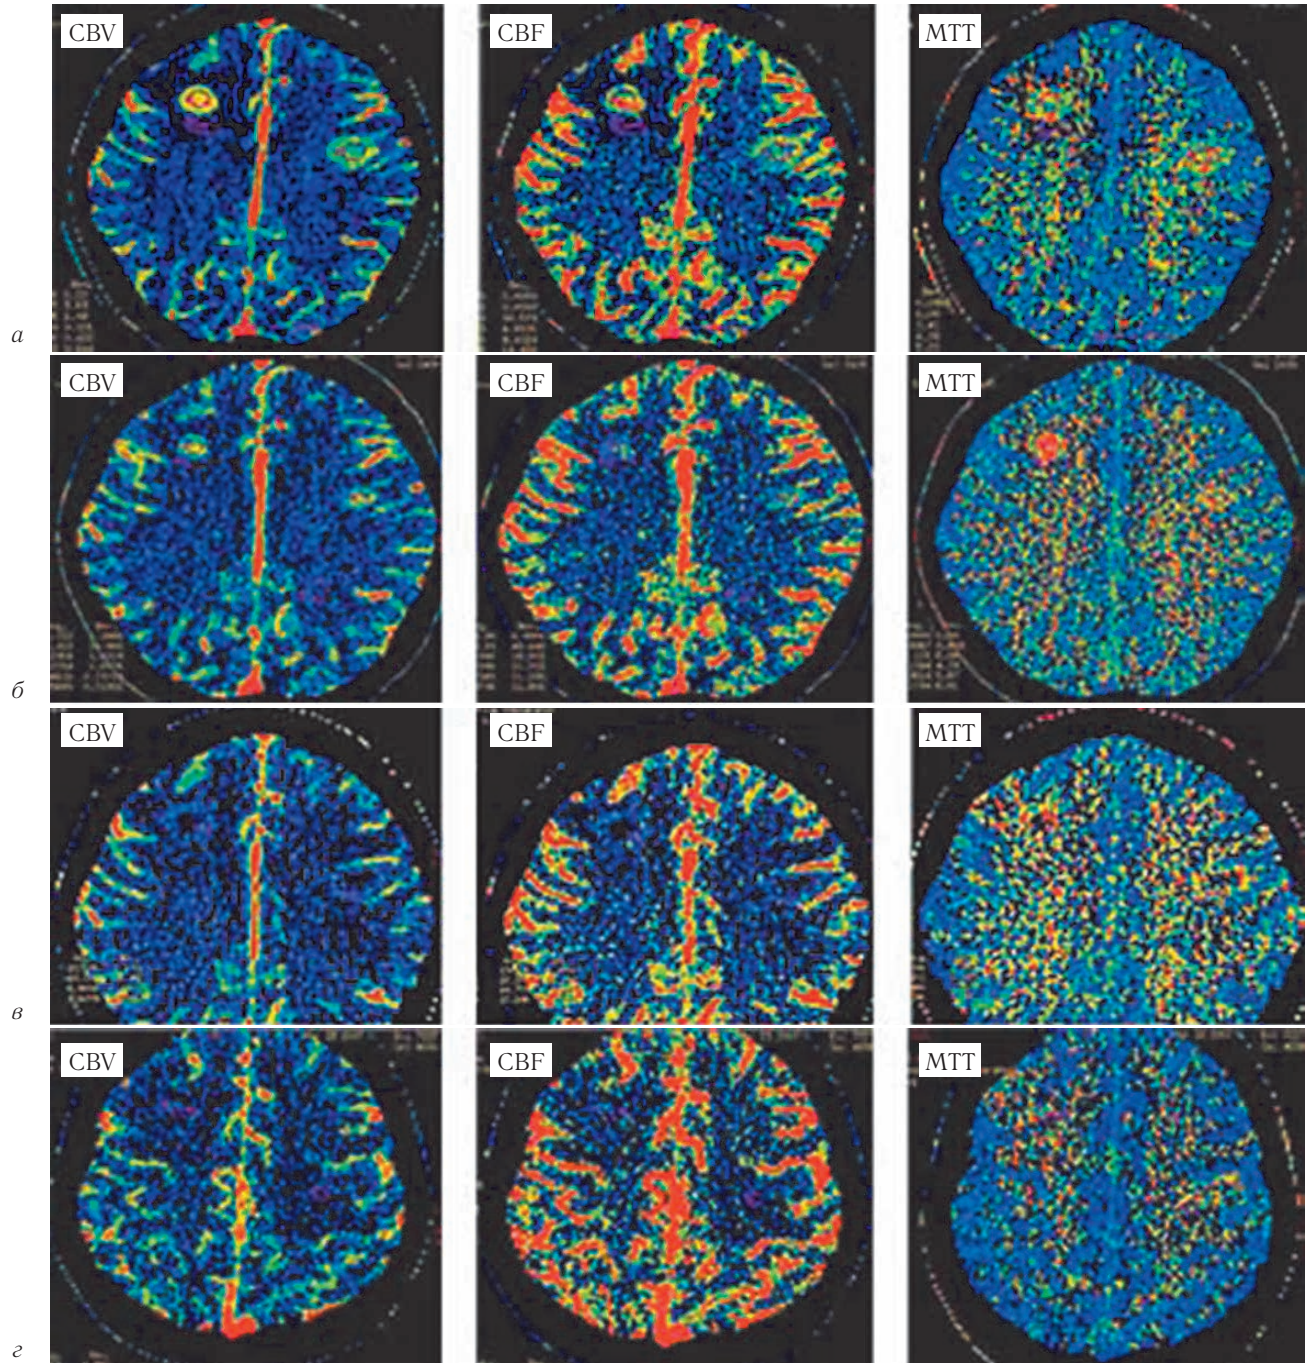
Снижение основных показателей перфузии CBV, CBF, MTT: а — до лечения, б — после окончания курса лучевой терапии; в — через 3 месяца; г — через 6 месяцев после лечения.
